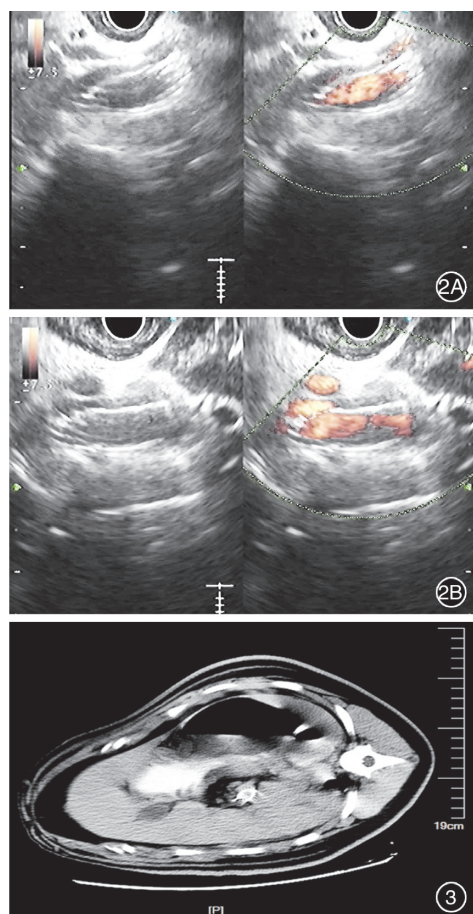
实验猪肝内门体分流术复查内镜超声示支架通畅 2A: 示下腔静脉;2B:示门静脉 图3 实验猪肝内门体分流术后3周复查增强CT提示支架在位
